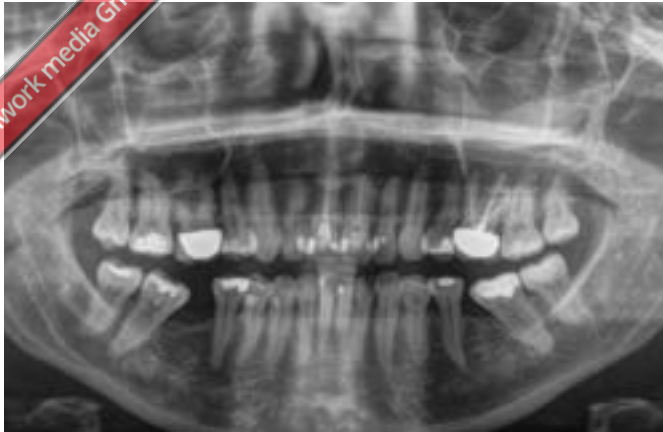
Röntgenologische Ausgangssituation mit periapikaler Zyste und Durchdringung des Kieferhöhlenbodens durch die Wurzelspitzen von Zahn 26 und 27
